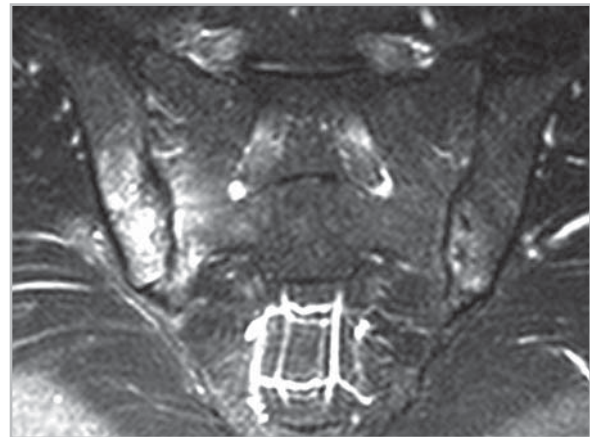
МР-томограмма КПС в коронарной проекции в режиме T2-FS больного М., 25 лет. Диагноз – анкилозирующий спондилит (длительность болей в позвоночнике 36 мес.). В телах обеих подвздошных костей и правой боковой массы крестца выявляются зоны повышенной интенсивности сигнала – отек костного мозга.
